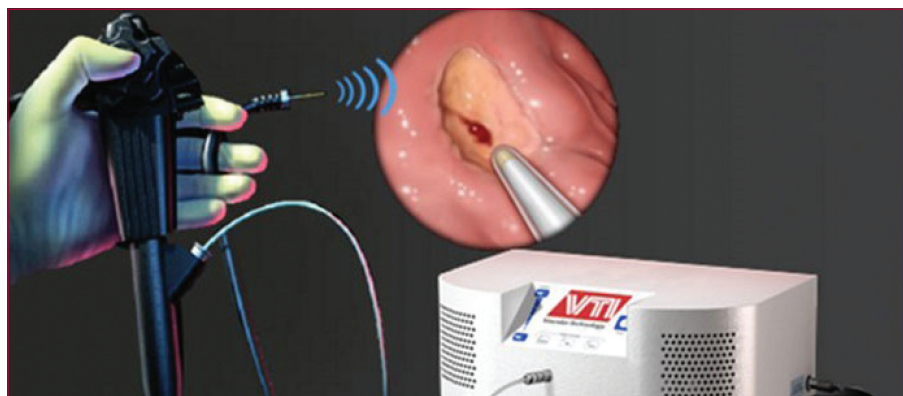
Sonde Doppler à usage unique utilisable dans le canal opérateur de l'endoscope (iconographie du fabricant : VascularTechnology, Inc, Nashua, NH).
